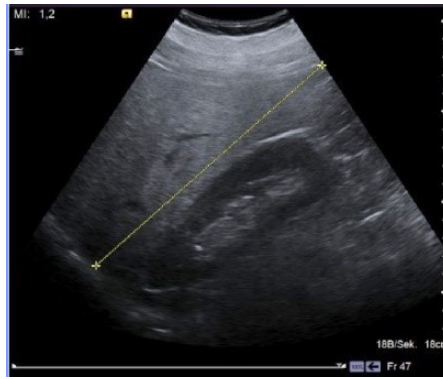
Sonographisches Bild eines hepatozellulären Karzinoms (Abbildung freundlicherweise zur Verfügung gestellt von PD Dr. Kämmerer, Zentralklinik Bad Berka)
